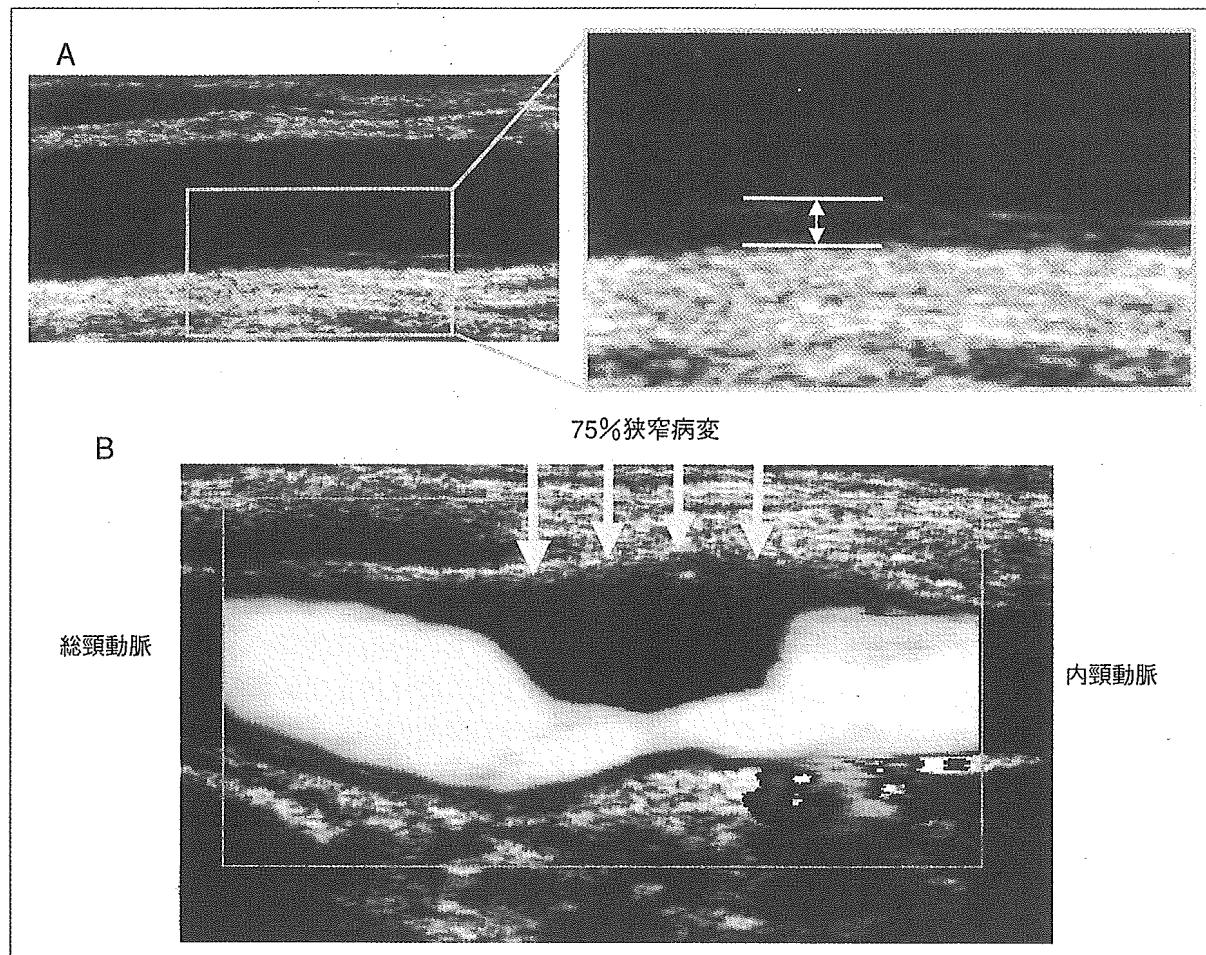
頸動脈エコー法による動脈硬化性病変の評価
